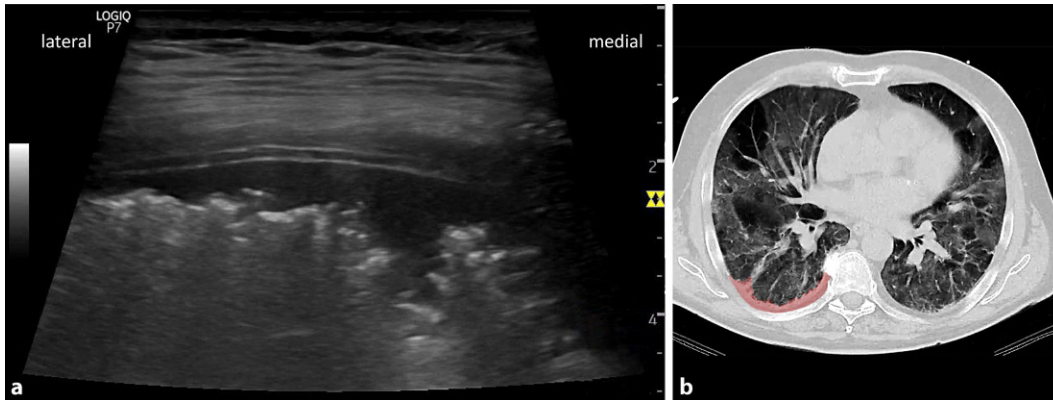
▲ a Dorsale transversale Anlotung links bei einem beatmeten Patienten mit nachgewiesener SARS-CoV-2-Infektion mit letztlich letalem Ausgang. Die Schallkopfposition ist paravertebral unterhalb der Scapula. Man erkennt eine langstreckige hypoechogene Konsolidierung ohne Airbronchogramm mit zerklüfteter Begrenzung zur noch belüfteten Lunge. Als Besonderheit fällt in diesem Bild auf, dass auch die Pleura visceralis als äußere Begrenzungslinie der Lunge sichtbar ist, was zum einen durch die hier verwendete hochauflösende Linearsonde, v. a. aber durch den flüssigkeitsgefüllten leicht erweiterten Pleuraspalt erklärbar ist. Das CT-Bild (b) zeigt den korrespondierenden Befund (*rot markiert*). (Bildnachweis: A. Seibel)
